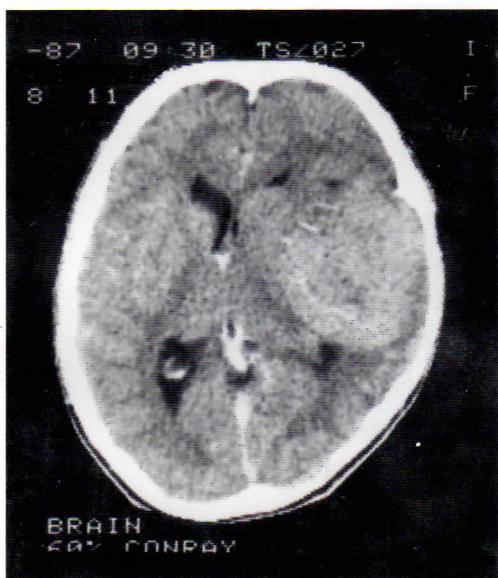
Enhanced CT scan：右側頭葉内に68×59×64mm の一様に僅かに high density を示す大きな腫瘍塊が認められた。Enhance 像では腫瘍内血管影のほかは一様に僅かな contrast enhancement が認められた。周辺部の脳浮腫は見られなかった。
